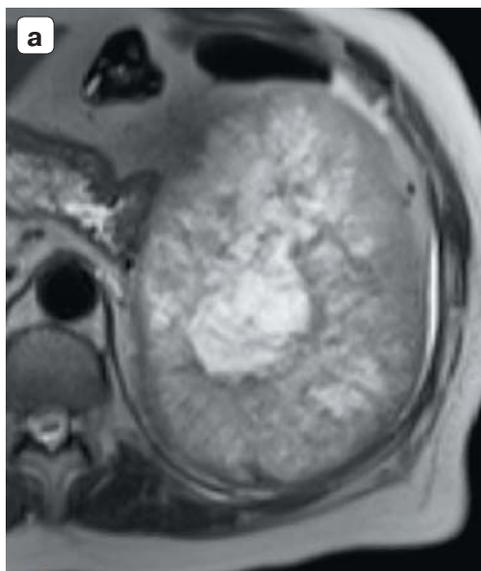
Метастатическое поражение селезенки, аксиальные МР-томограммы. а – T2-последовательность: селезенка увеличена в размерах, деформирована, ее паренхима практически полностью замещена опухолевой массой с неоднородно гиперинтенсивной внутренней структурой, которая представляется кистозно-солидной; б – диффузионно-взвешенная томограмма (с b-фактором = 400 с/мм²). Выраженная гиперинтенсивность отображения пораженной селезенки.
